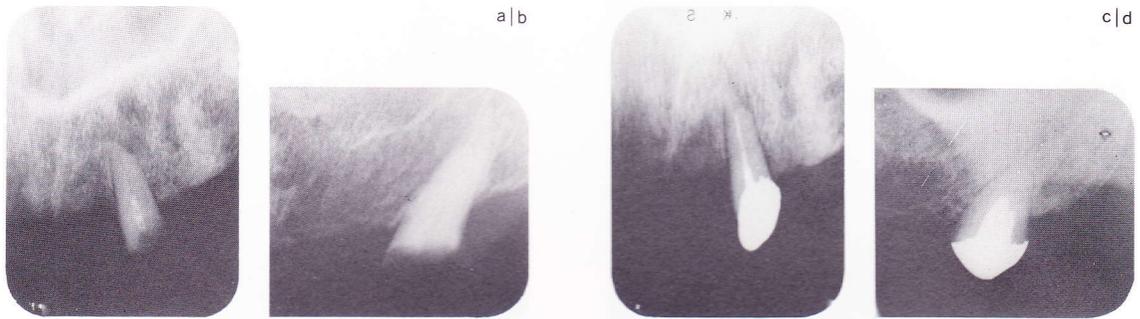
昭和52年5月術前のX線写真(a、b)と昭和59年5月リコール時のX線写真(c、d)。比較すると病変の進行は認められないが、オーバードンチャーの咬合圧の影響と思われる歯根膜腔の肥大の所見がある。盲嚢値は図14と比較してあまり変化はなかった。
